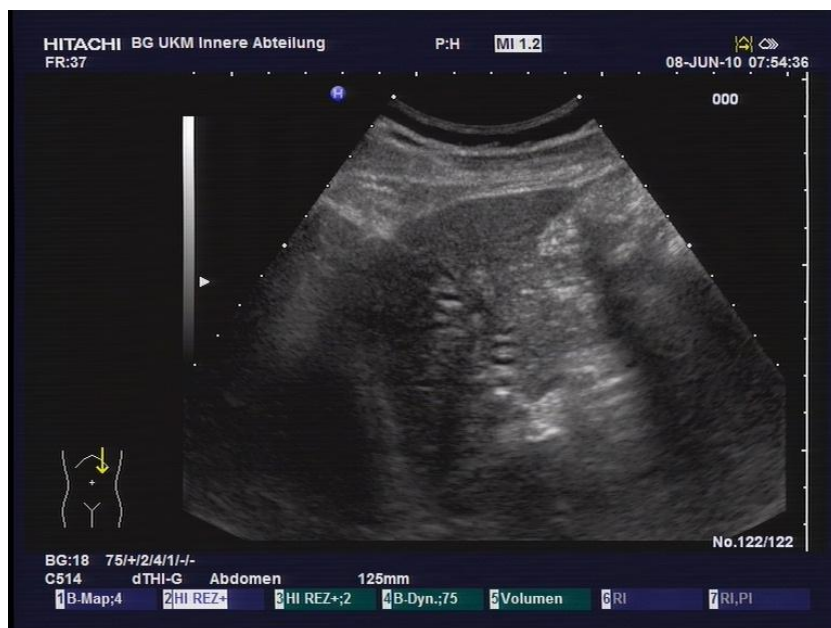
Sonographische Zeichen einer intrahepatischen Cholestase bei einer SC-CIP
